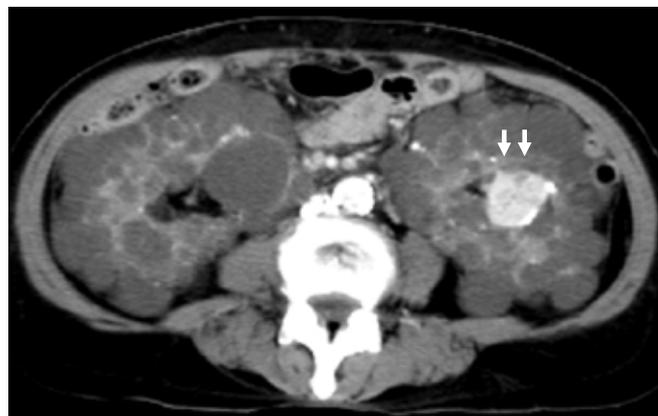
多発性嚢胞腎に発生したエリスロポエチン産生腫瘍の造影CT画像
